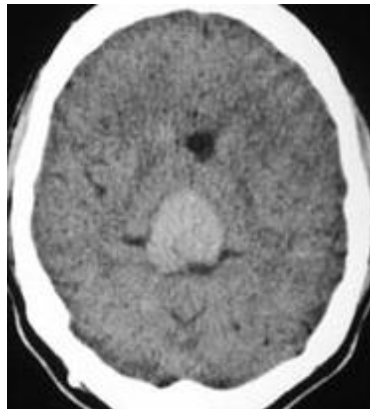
TDM d'un pinéaloblastome montrant une image solide avec prise intense et homogène de contraste
